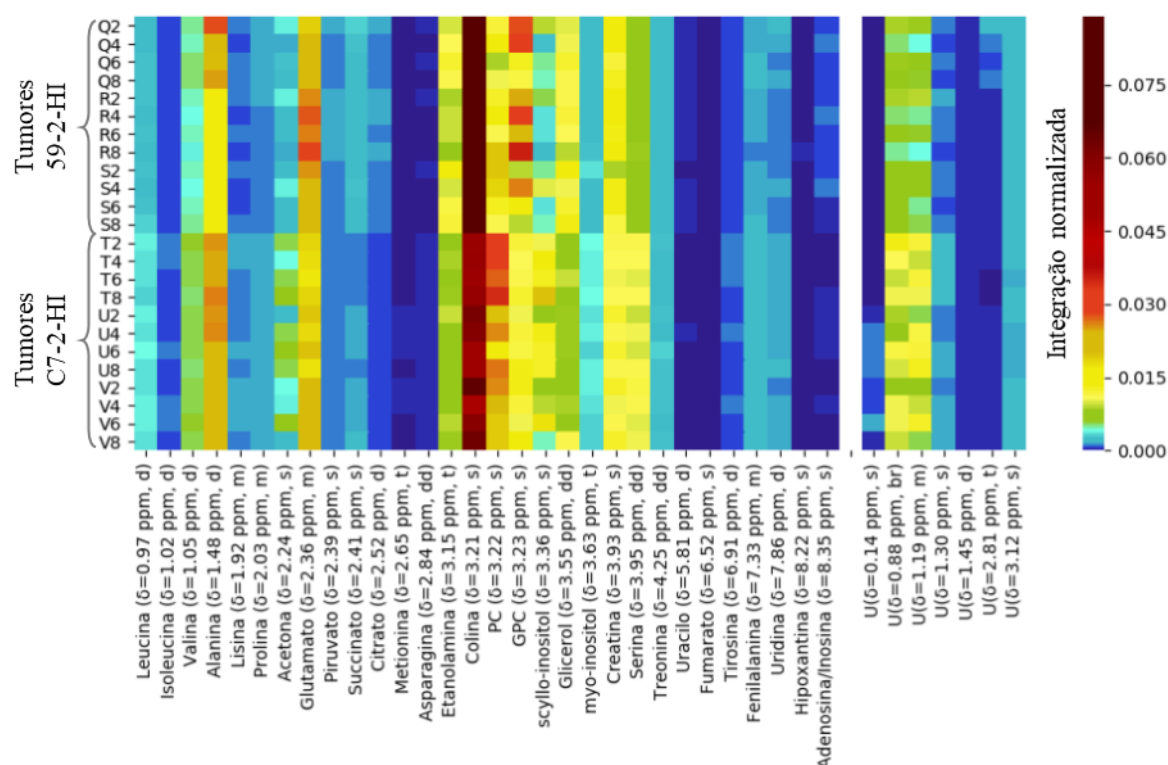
Heatmap representativo das quantidades relativas dos principais metabolitos hidrofílicos que diferem entre os tumores do tipo 59-2-HI (Q, R e S) e C7-2-HI (T, U e V). Nas linhas e colunas apresentam-se, respectivamente, os octantes tumorais analisados por RMN de ^1H e os metabolitos seleccionados. A escala de cores foi atribuída da integração normalizada máxima (vermelho escuro) à mínima (azul escuro). br, sinal largo (de “broad”); d, duplete; dd, duplo duplete; m, multiplete; s, singleto; t, tripleto.
